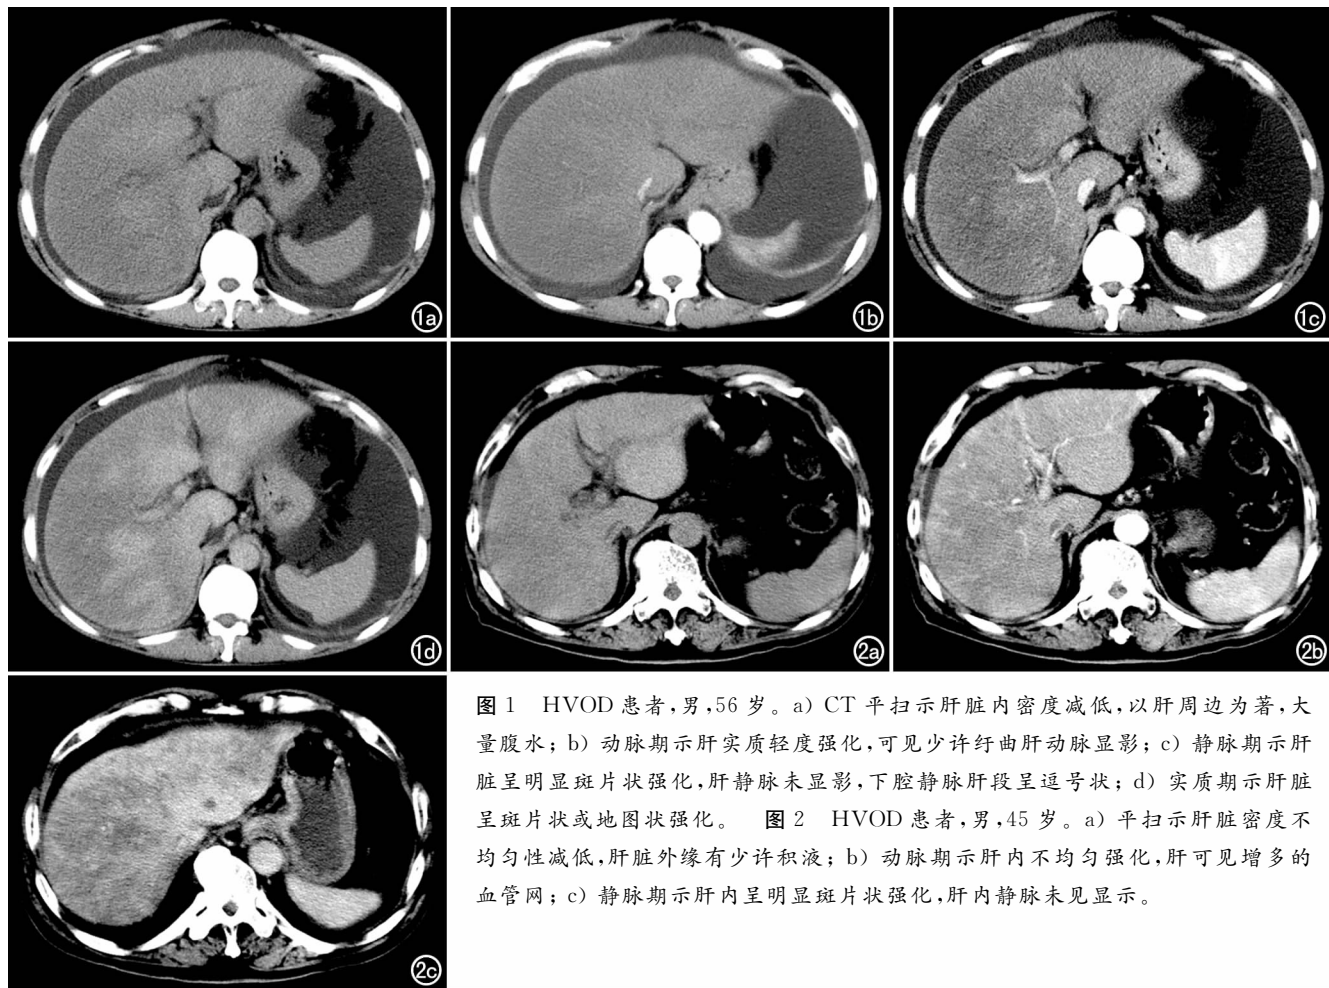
HVOD 患者,男,56 岁。a) CT 平扫示肝脏内密度减低,以肝周边为著,大量腹水;b) 动脉期示肝实质轻度强化,可见少许迂曲肝动脉显影;c) 静脉期示肝脏呈明显斑片状强化,肝静脉未显影,下腔静脉肝段呈逗号状;d) 实质期示肝脏呈斑片状或地图状强化。图 2 HVOD 患者,男,45 岁。a) 平扫示肝脏密度不均匀性减低,肝脏外缘有少许积液;b) 动脉期示肝内不均匀强化,肝可见增多的血管网;c) 静脉期示肝内呈明显斑片状强化,肝内静脉未见显示。
